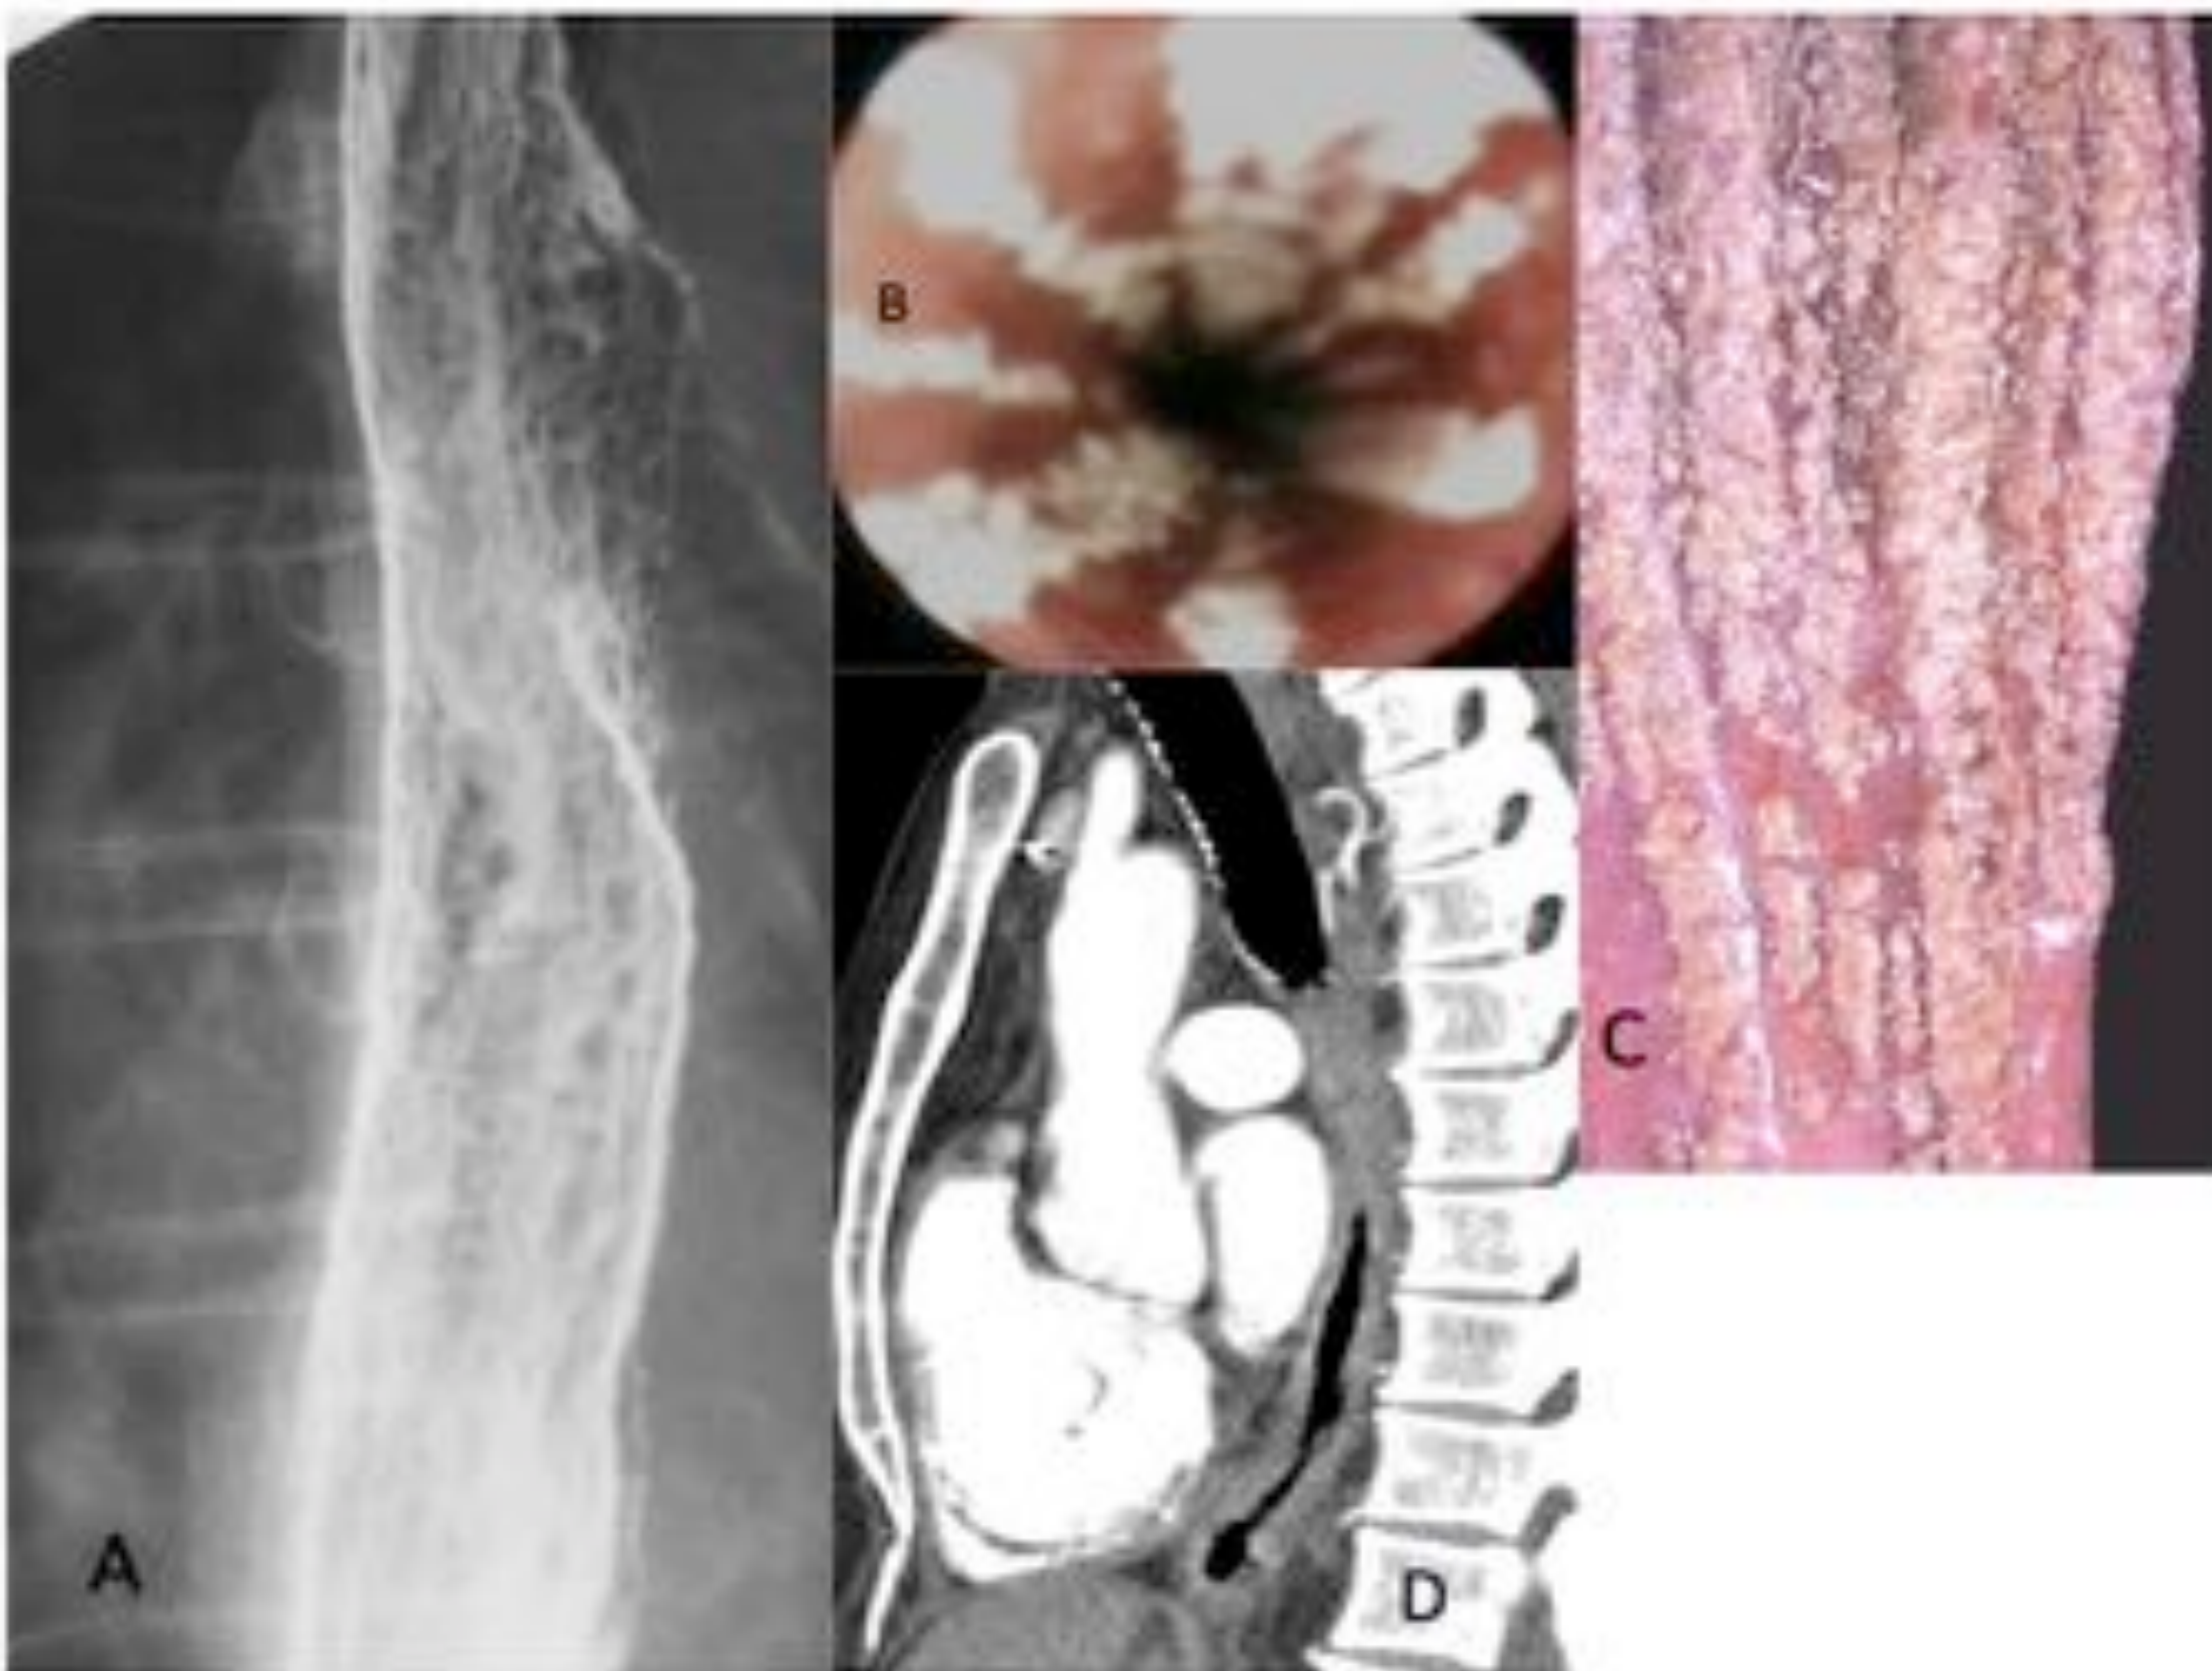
Esofagitis por Candida. El esofagograma (A) muestra un aspecto micronodular. En la endoscopia (B) se observan placas lineales en la mucosa. Pieza macroscópica de un paciente diferente (C). Imagen sagital de TC (D) en la que se observa engrosamiento mural difuso de un segmento largo.
